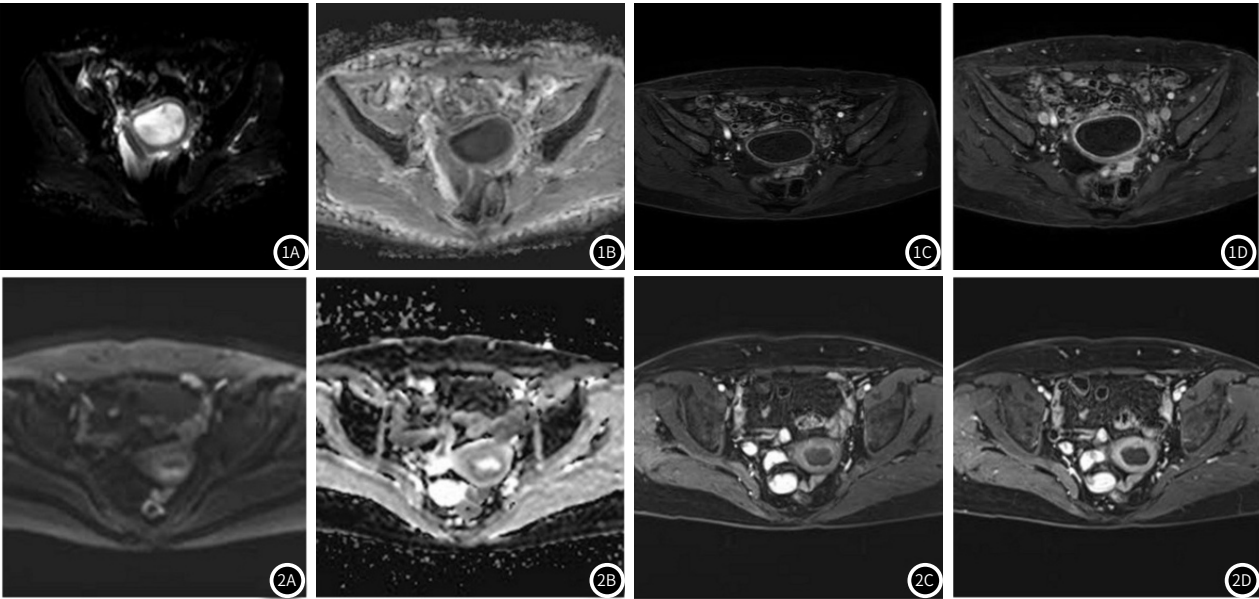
为宫腔积液。图1A: DWI ($b=800s/mm^2$)，脓液呈高信号；图1B: ADC图，脓液呈低信号；图1C: DCE内膜早期线状强化；图1D: DCE晚期内膜持续线状强化，内缘光滑。图2 为宫腔积液晚期表现。图2A: DWI ($b=800s/mm^2$)，底层少许脓液呈高信号，上层浆液，无弥散受限；图2B: ADC图，底层脓液呈低信号；图2C: DCE早期内膜线状强化；图2D: DCE晚期内膜持续线状强化，内缘光滑。
